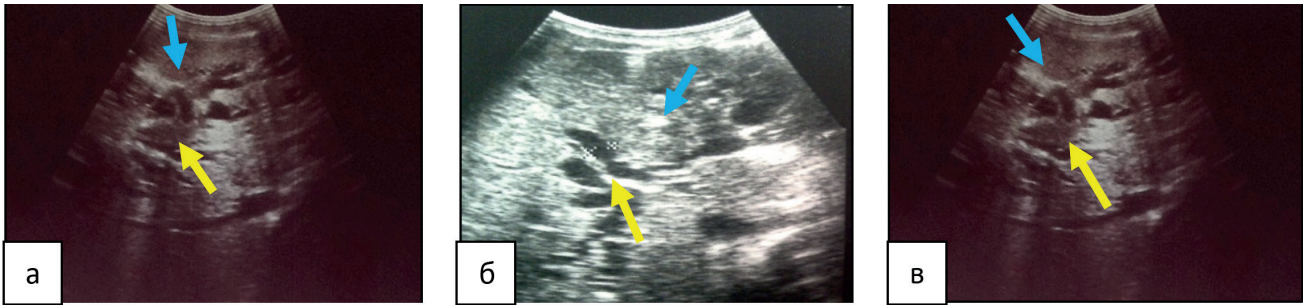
Эхотомограммы гепатобилиарной зоны: а - хилирная ХК (синяя стрелка), эктазированные в виде «желчных озёр» внутрипеченочные ЖП (желтая стрелка). б- ХК (синяя стрелка), дилатированные внутрипеченочные ЖП (желтая стрелка). в- ХК (синяя стрелка), эктазированные в виде «желчных озёр» внутрипеченочные ЖП (желтая стрелка).
